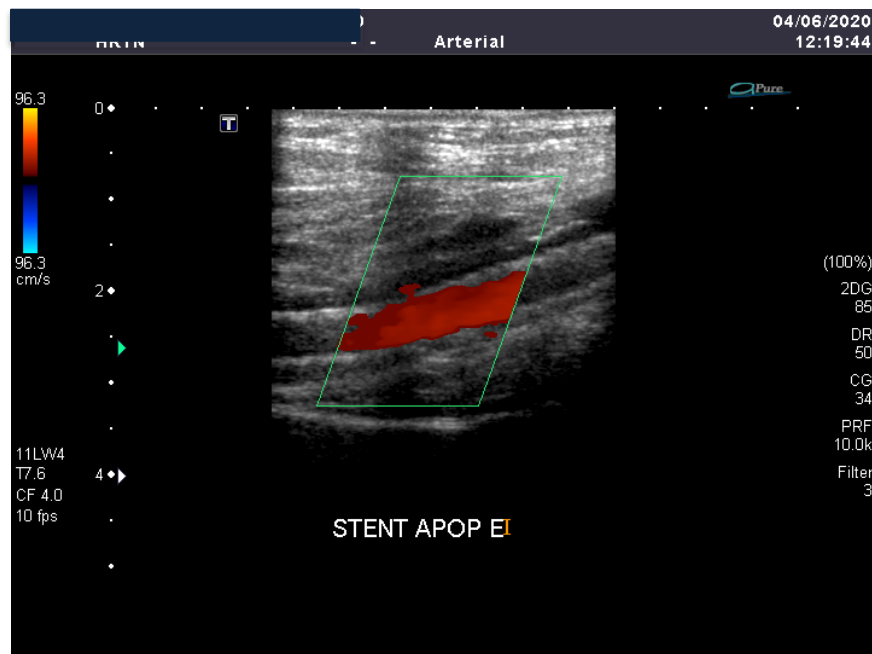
A. Ultrassonografia vascular com Doppler pós operatório demonstrando angioplastia com Stent em artéria poplítea. B. Tempo de aceleração na artéria plantar lateral de 0,283 s
